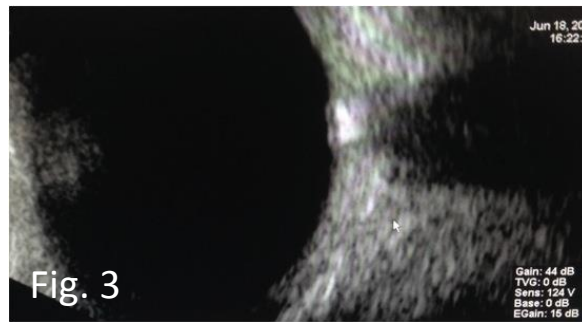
Imagem de drusas do disco óptico em ecografia ocular modo B.
